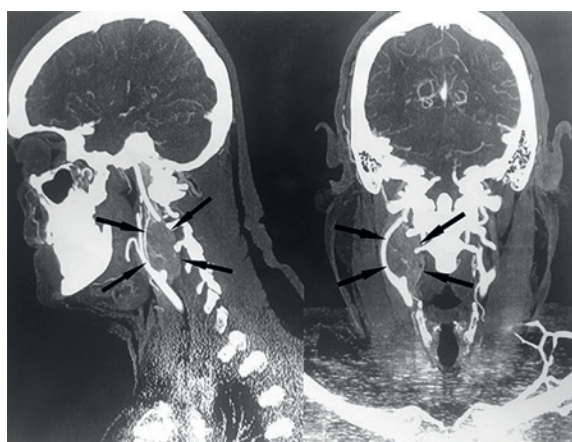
СКТ-ангиография шеи у пациента с хемодектомой каротидного тельца Shamblin 3 в сагиттальной и коронарной проекциях. Стрелками обозначена опухоль с инвазией сонных артерий.
